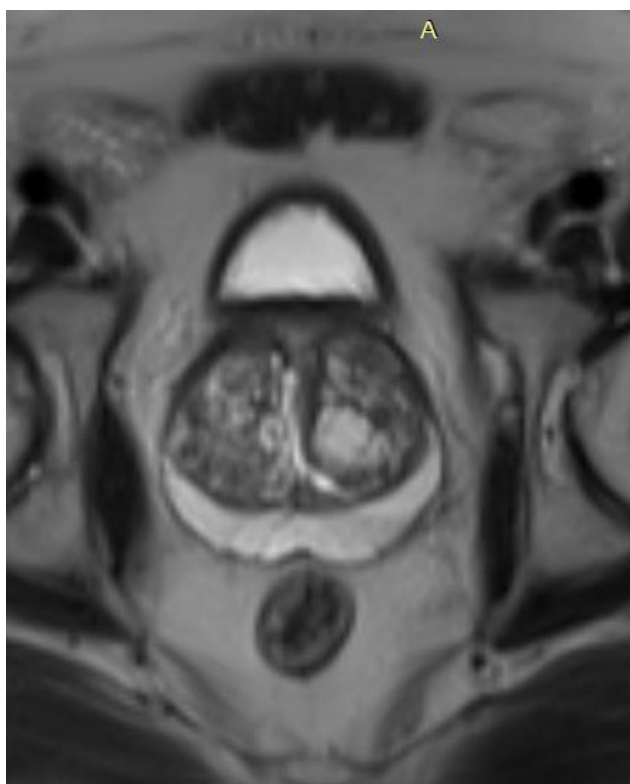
1А – Снимок МРТ органов малого таза (Пациент Т., 67 лет. Объем предстательной железы 117 см³)
